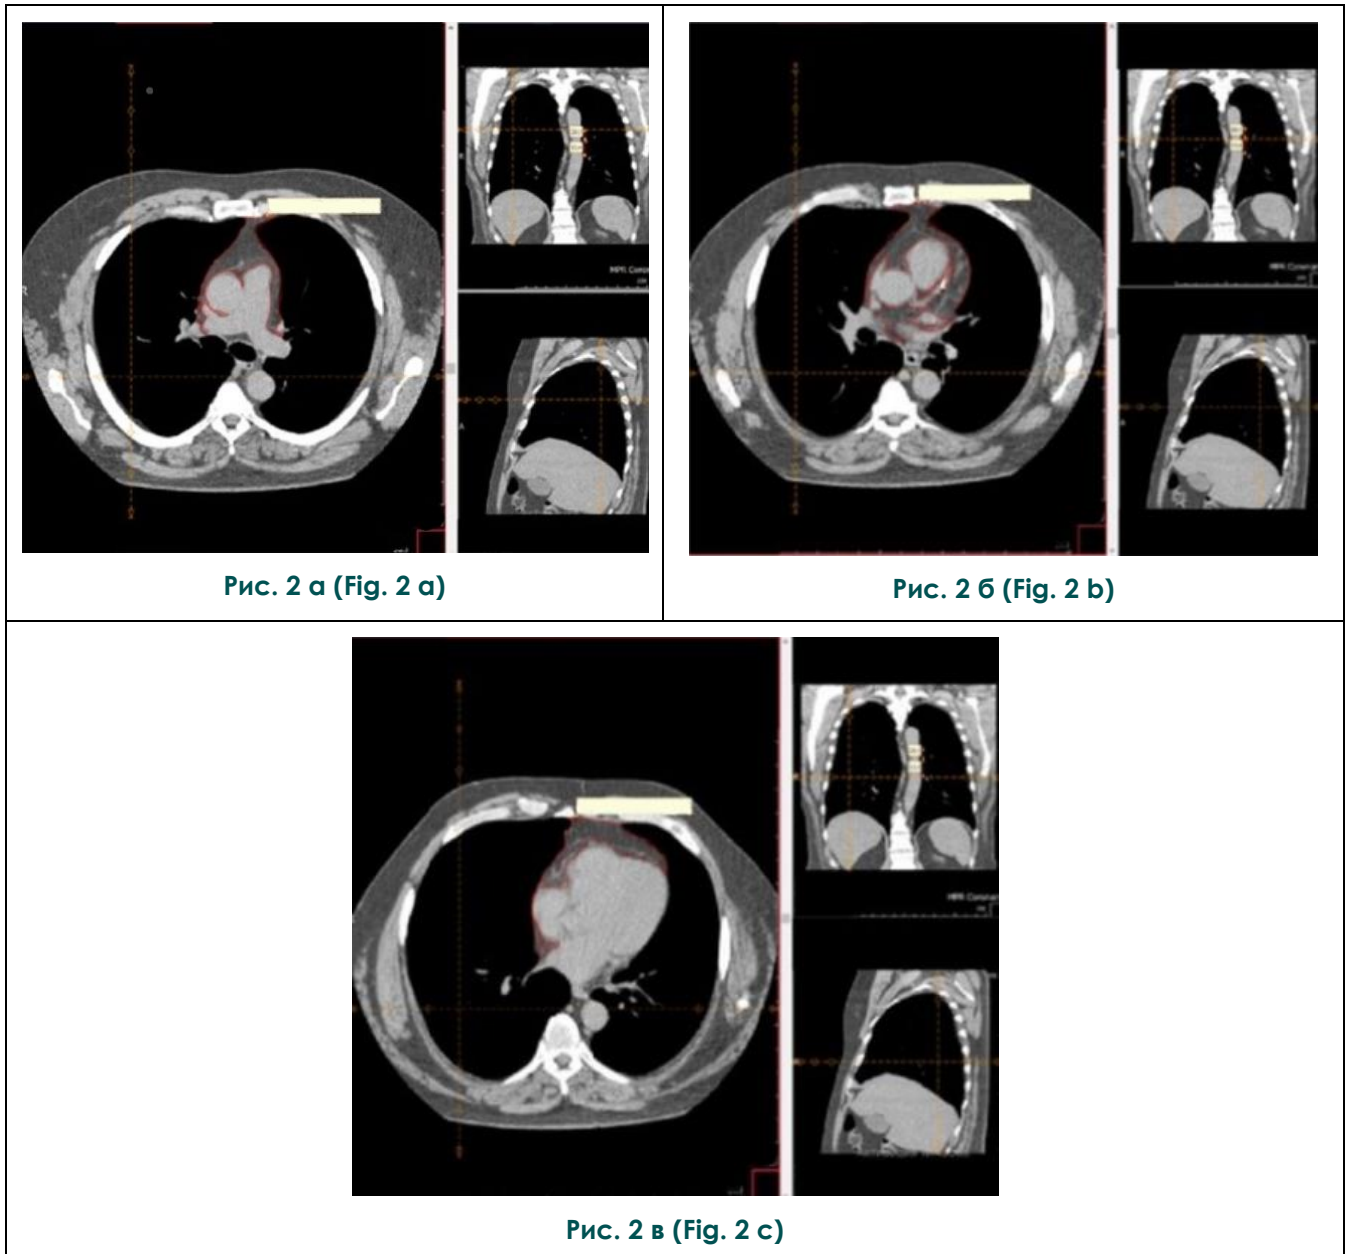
КТ органов грудной полости, медиастинальный режим.
